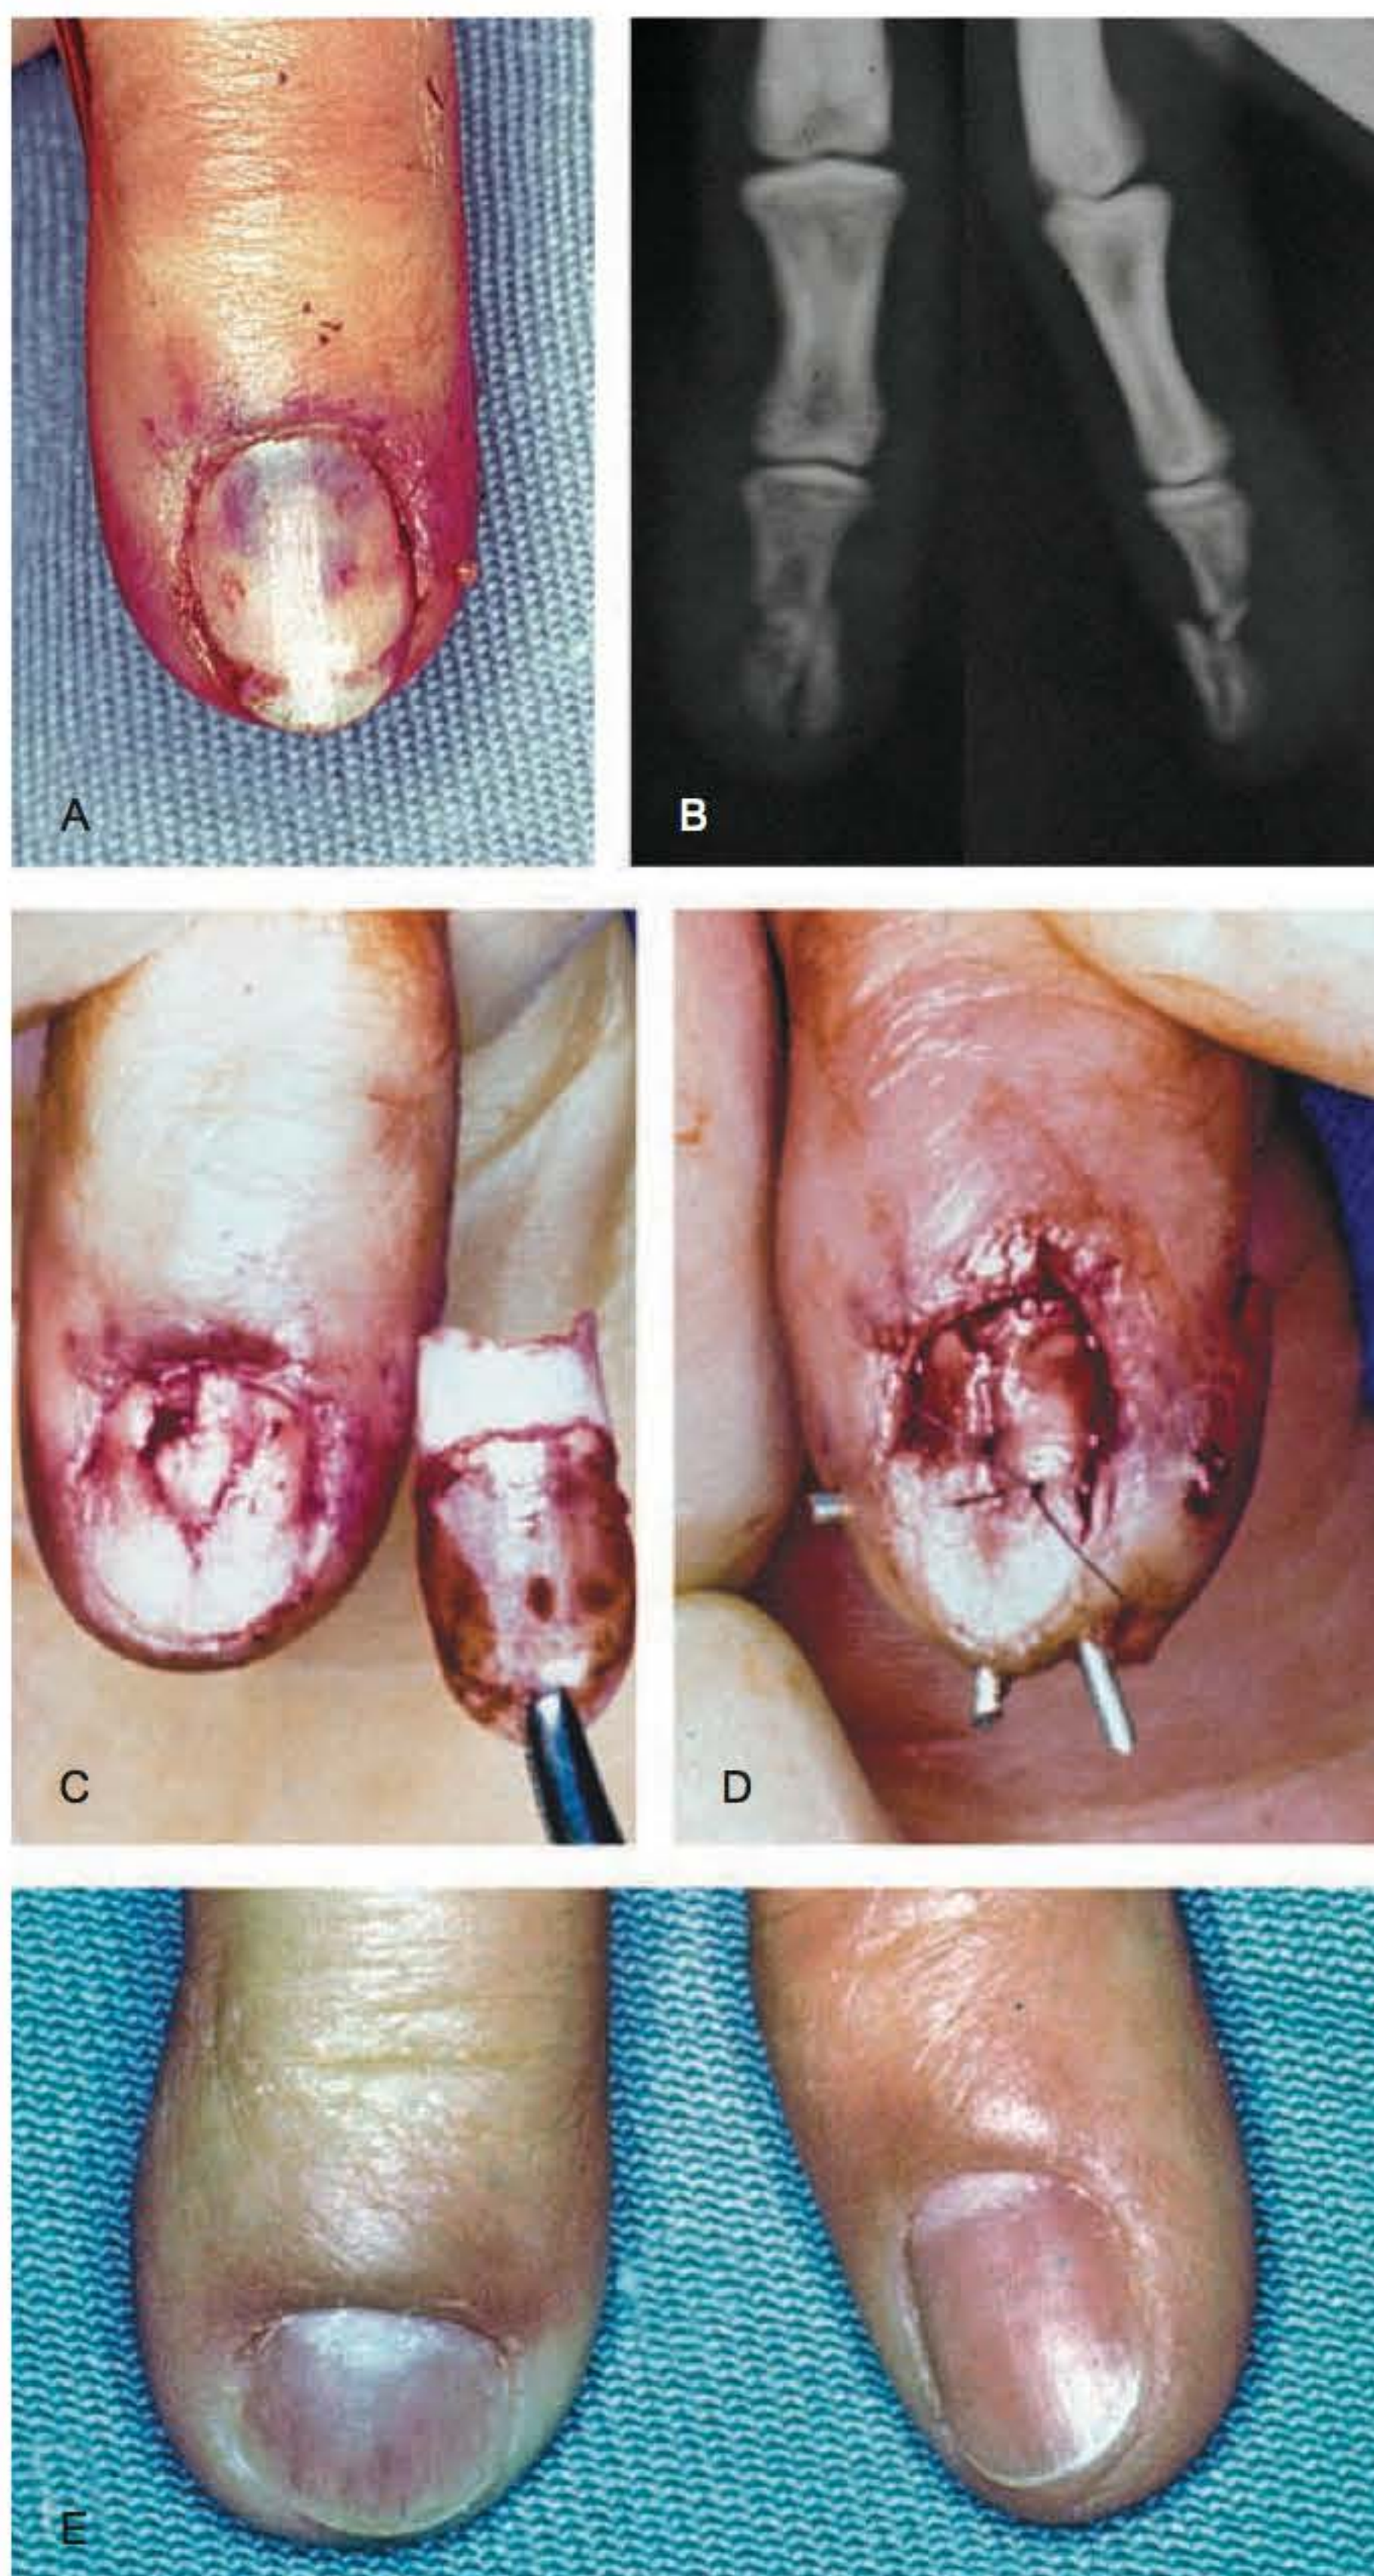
► Tratamento do dedo mínimo da mão esquerda de uma paciente que se apresentou com hematoma subungueal e uma fratura da falange distal no terço médio, cominutiva e fechada, após ferir-se em uma máquina. A. Aspecto do hematoma subungueal que comprometia a metade proximal da unha. Observe que o tratamento inicial foi a drenagem do hematoma com pequenos furos na unha, feitos com agulha hipodérmica. B. Radiografias em PA e P que demonstravam a presença de fratura cominutiva e com desvio dorsal em translação. C. Após exérese da unha, observou-se uma lesão estrelada que envolvia o leito e a matriz ungueal. D. Fotografia após redução, osteossíntese e reparação da laceração da matriz e do leito ungueal. E. Resultado após crescimento da unha, que se apresentava com aspecto normal quanto à aderência e brilho; entretanto, a ponta do dedo ficou levemente alargada e mais curta, e, em consequência, a unha acompanhou a forma.
